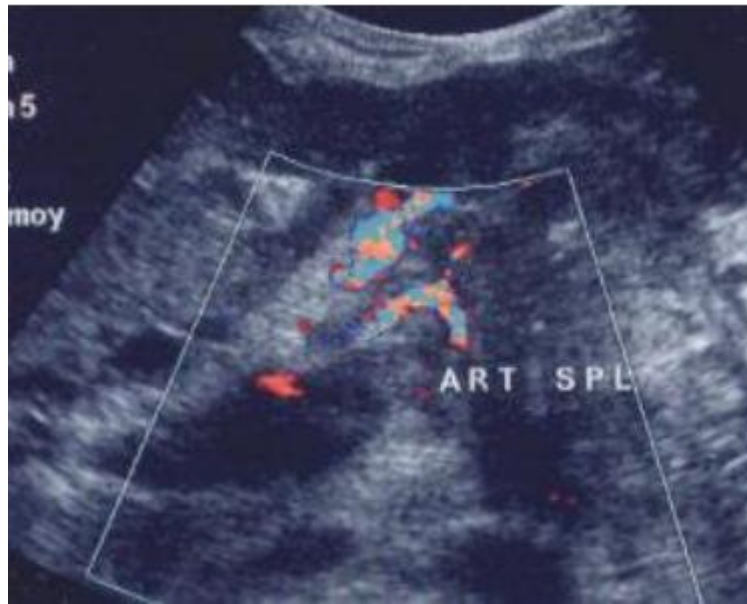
Adénocarcinome du corps du pancréas en Doppler couleur; envahissement de l'artère splénique visible entourée de part et d'autre par la tumeur [68].
